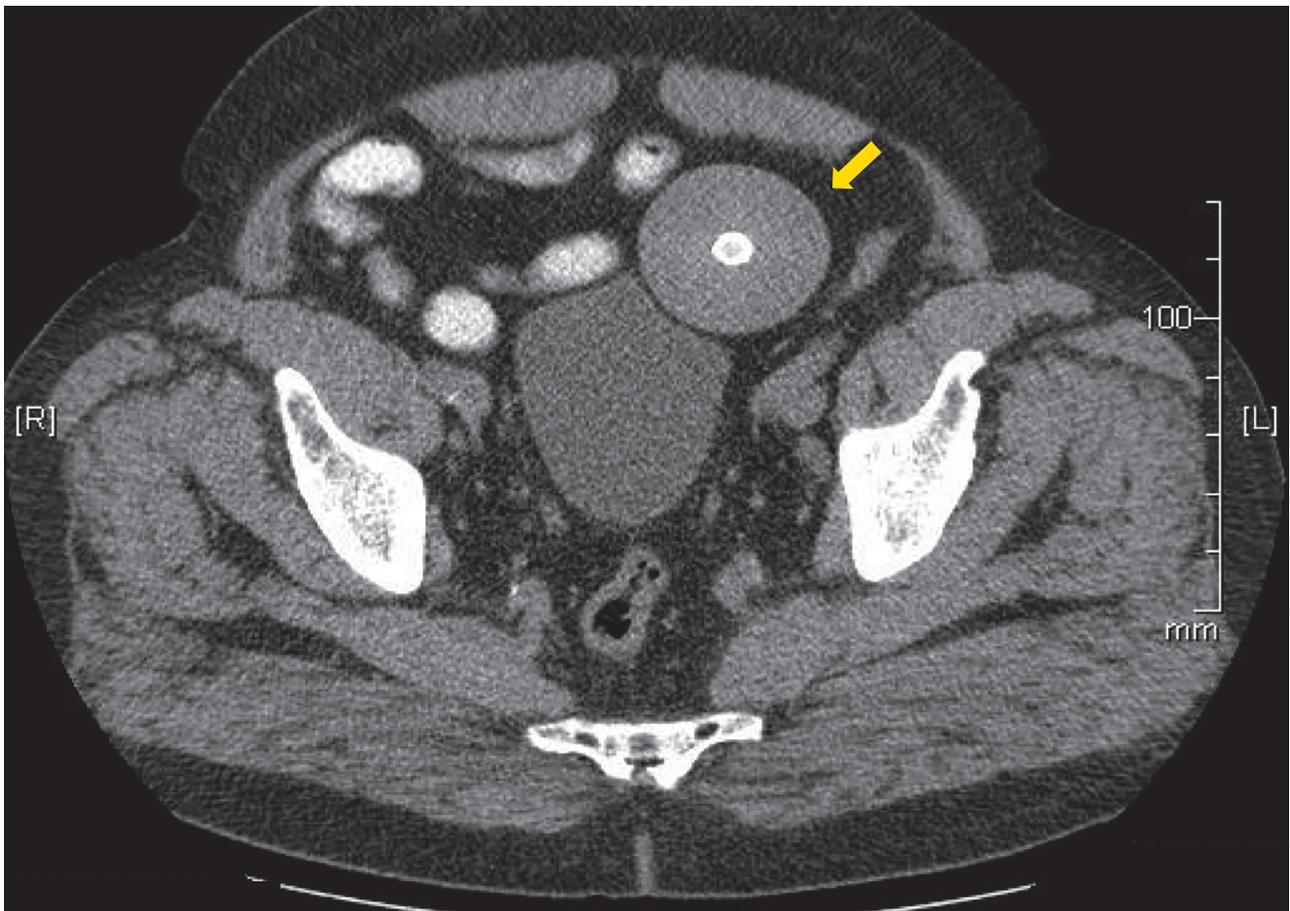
Tomografia computadorizada evidencia imagem esférica na cavidade pélvica em contacto com a bexiga (seta)
